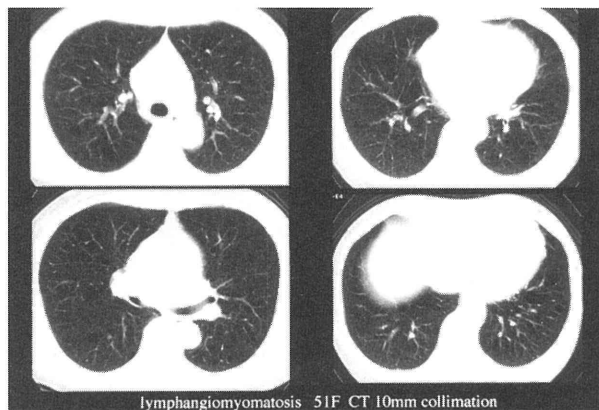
CT肺野条件. 全肺野にのう胞性病変を認める.
